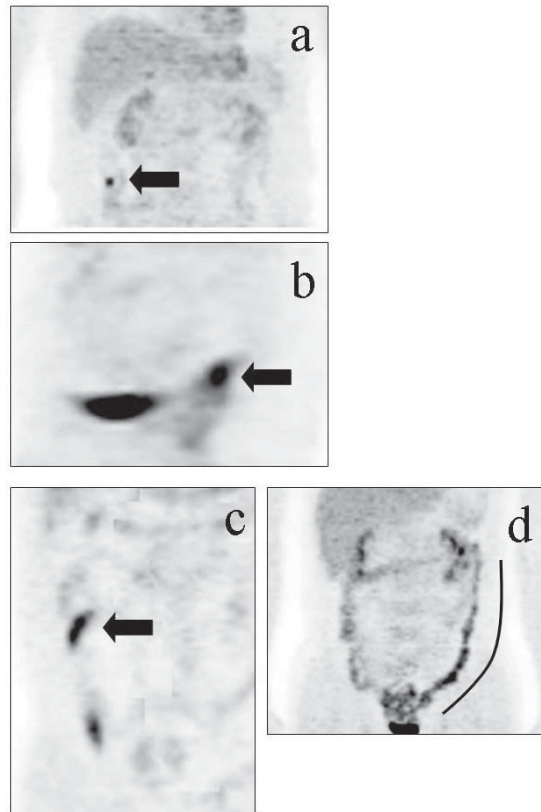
Representative uptake pattern of FDG in colon/rectum. (a) Small localized, moderate accumulation, (b) Large localized irregular, moderate accumulation, (c) Short segmental, moderate accumulation, (d) Long segmental, moderate accumulation.
